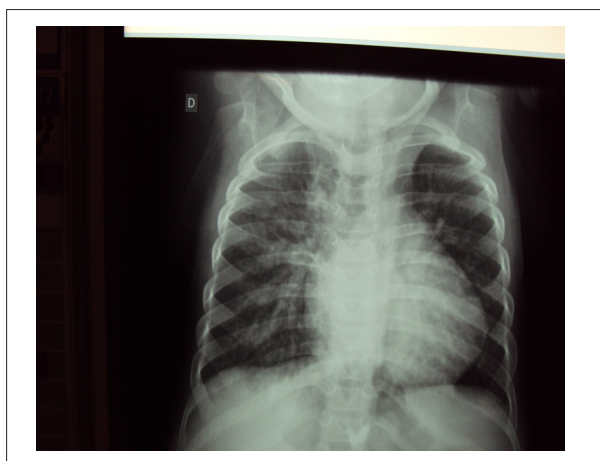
Radiografia de tórax mostra cardiomegalia e trama vascular pulmonar aumentada condizente com cardiopatia com desvio de sangue da esquerda para a direita, tipo comunicação interventricular.
